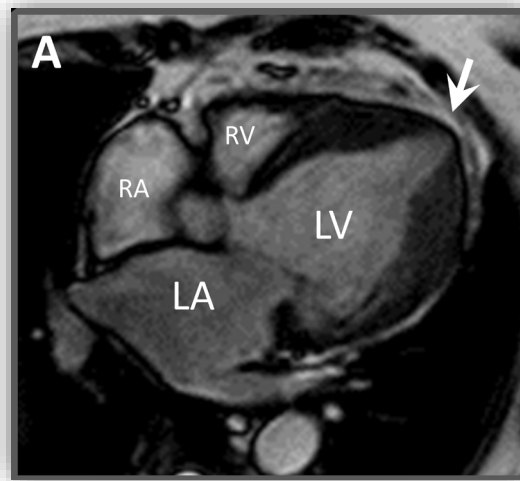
RMN cardiaca. Secuencia de cine estática. Aneurisma apical en VI. Plano cuatro cámaras. RA: Aurícula derecha, LA: Aurícula izquierda, RV: Ventriculo derecho, LV: Ventriculo izquierdo.
